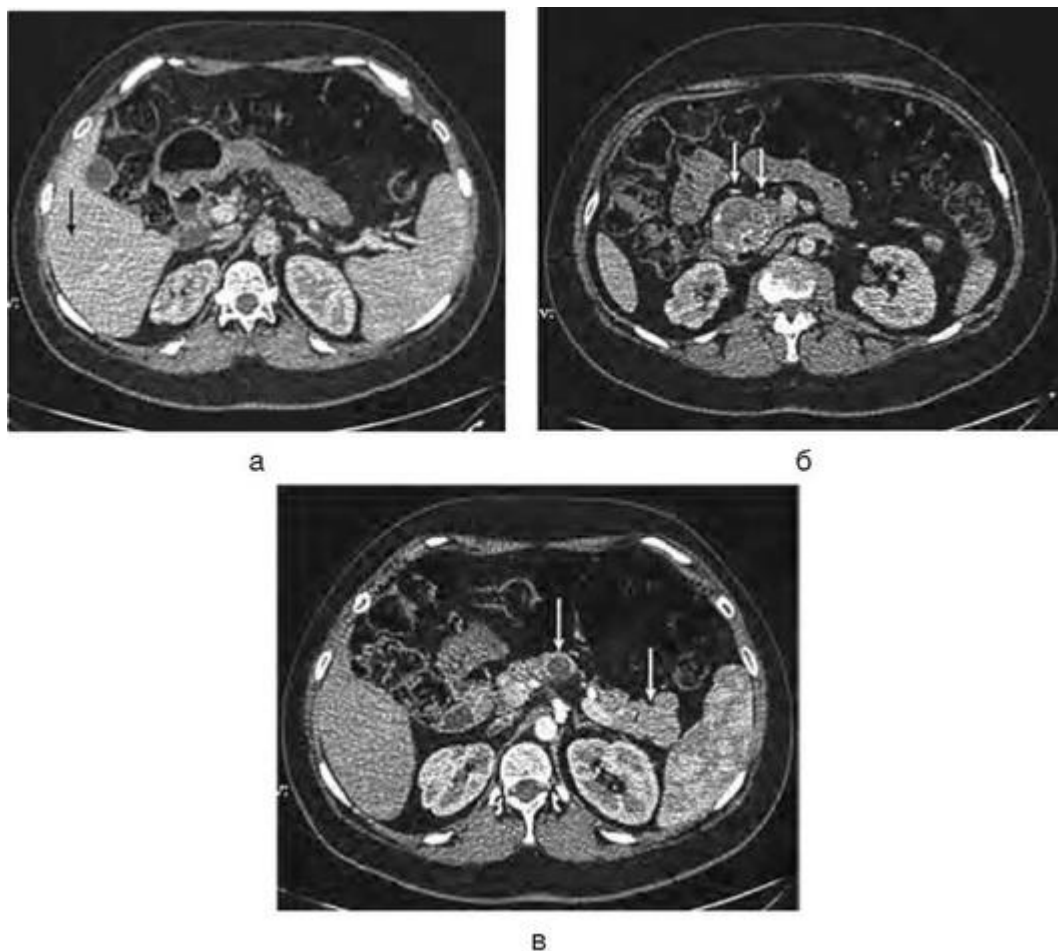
а-мультиспиральная компьютерная томограмма органов брюшной полости. Венозная фаза исследования. В VI сегменте печени определяется округлое образование (указано стрелкой) размерами 53x70x60 мм. Признаков билиарной гипертензии нет; б - венозная фаза исследования. В головке поджелудочной железы определяются округлые кистозно-солидные образования размером до 15 и 48 мм, с четкими контурами и определяемыми по периферии кальцинатами; в - артериальная фаза исследования. Кистозно-солидные образования тела и хвоста поджелудочной железы размером до 20 и 31 мм. Парапанкреатическая клетчатка не инфильтрирована. Парапанкреатические лимфатические узлы не увеличены
